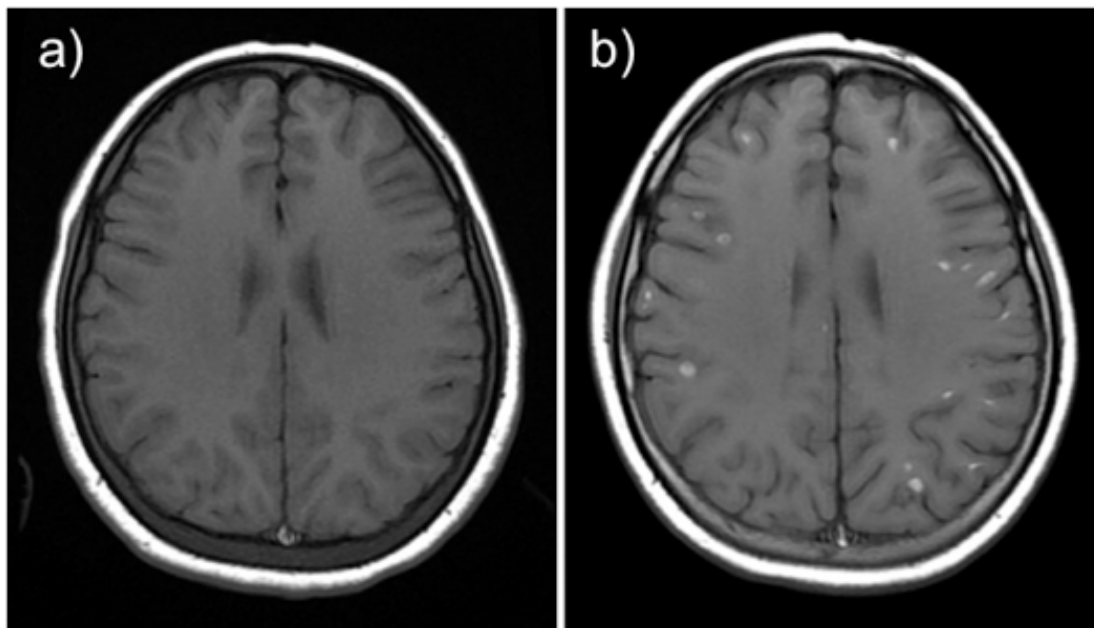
Imágenes en T1 de RM cerebral. a) Estudio inicial, normal. b) Estudio de control a 21 días. Múltiples lesiones focales dispersas, menores a 5 mm de diámetro, señal hiperintensa sugestiva de metahemoglobina (hematoma subagudo tardío).
